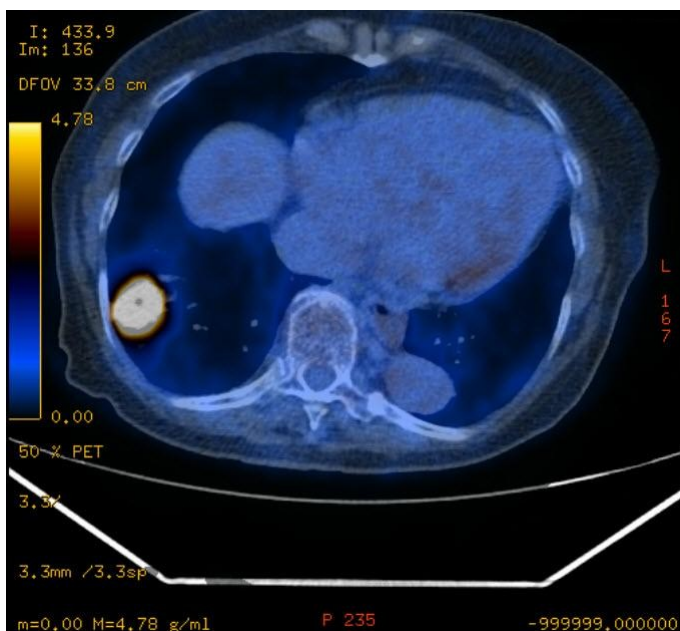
PET-CT mit ^{18}F -FDG-Anreicherung im rechten Lungen-Unterlappen.
